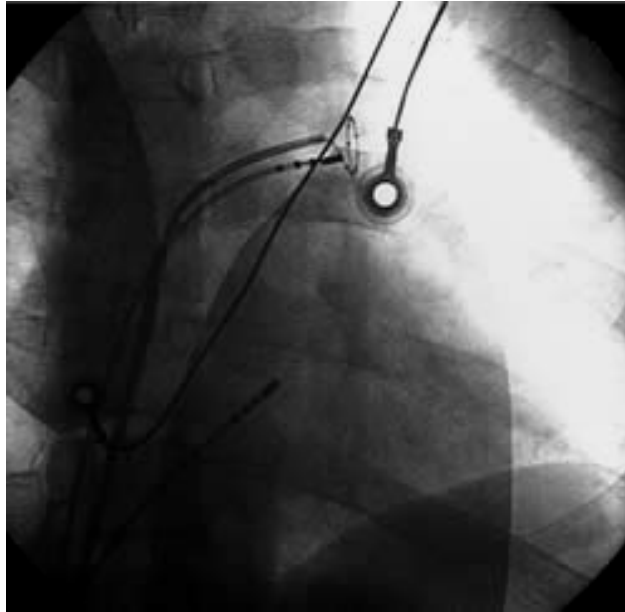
Typische röntgenologische Katheterposition bei der Ablation von VHF, a.p.-Position. Über die doppelte transseptale Punktion wird der Mapping-Katheter und der Ablationskatheter vom rechten in den linken Vorhof und in die linke obere Pulmonalvene vorgeschoben; nach Zabel M.
